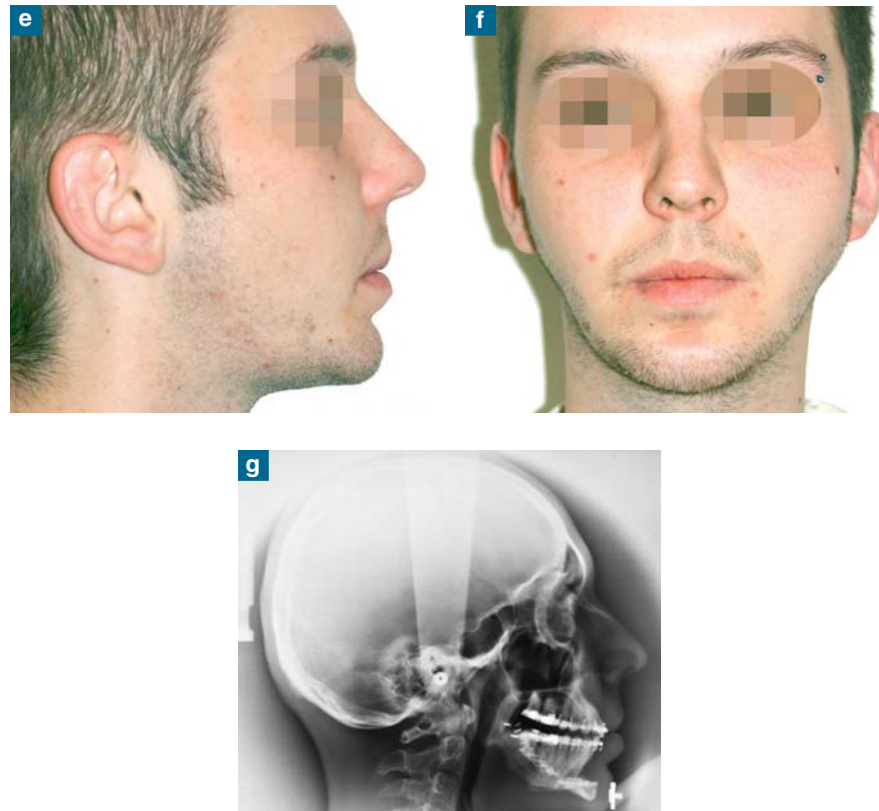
e-g : Téléradiographie postopératoire immédiate. On note une normalisation de la position des bases osseuses avec une infraclusion postérieure stabilisée par une gouttière occlusale.
